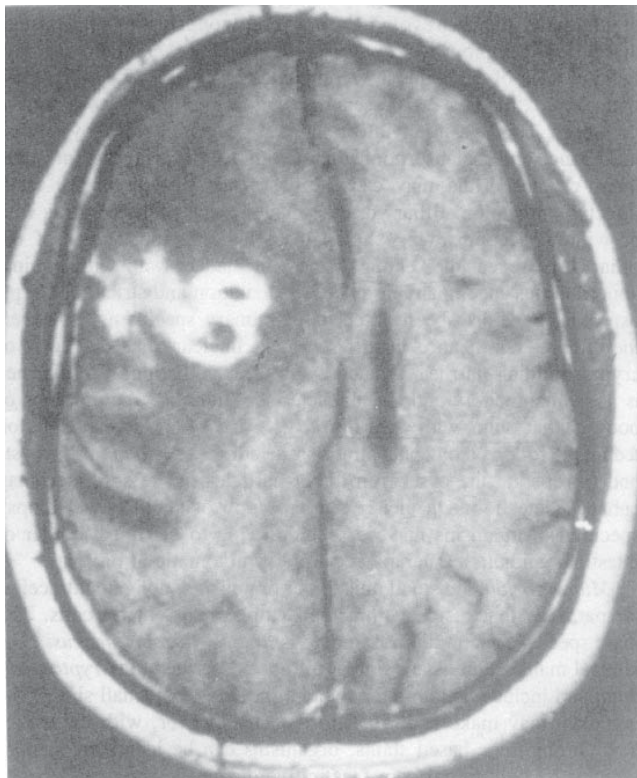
RMN cu substanță de contrast a SNC la un pacient cu toxoplasmoză a sistemului nervos central. Multiple leziuni inelare, concentrice se observă în zona temporo-parietală.
